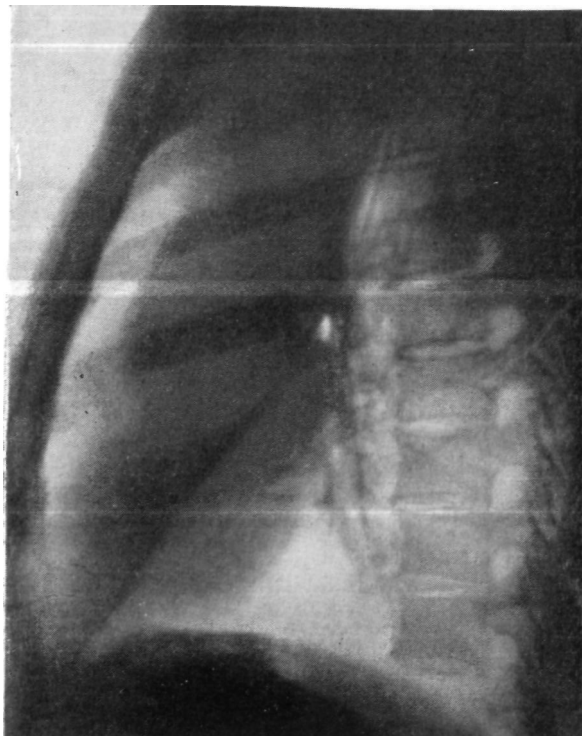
Тот же больной. Боковая рентгенограмма левого легкого. Ателектаз верхней доли.
